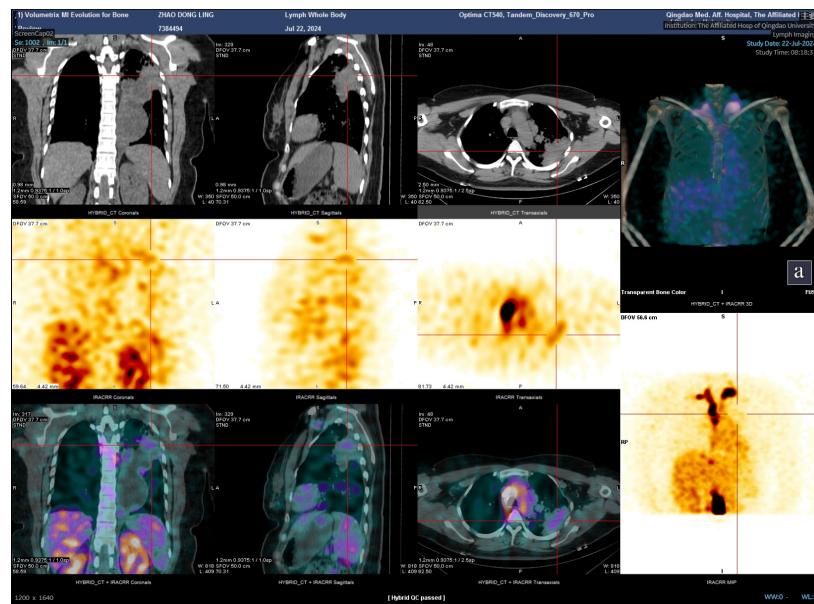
Pulmonary lymphoscintigraphy
